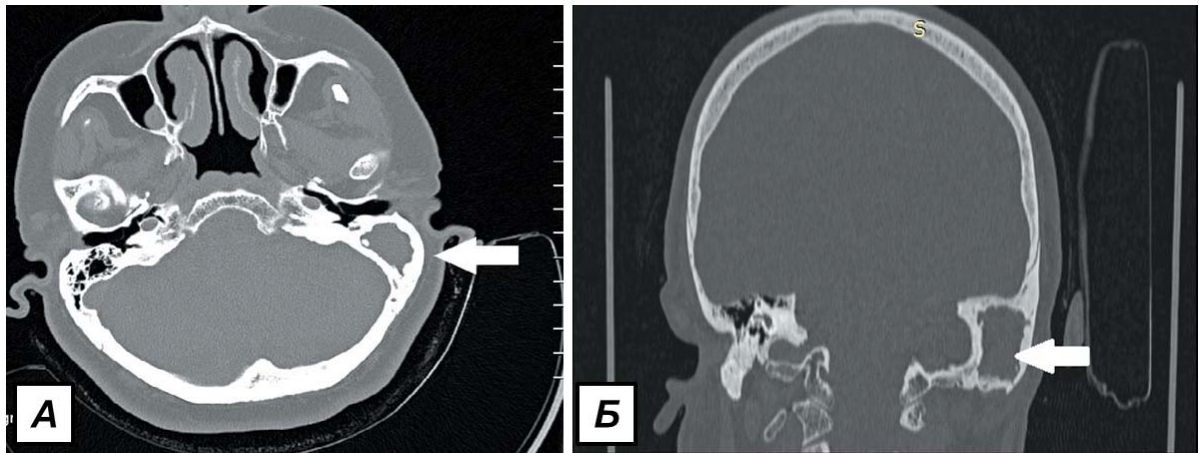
КТ пациента Г., 66 лет: аксиальная (А) и коронарная проекция (Б). Стрелкой указано образование сосцевидного отростка слева.
